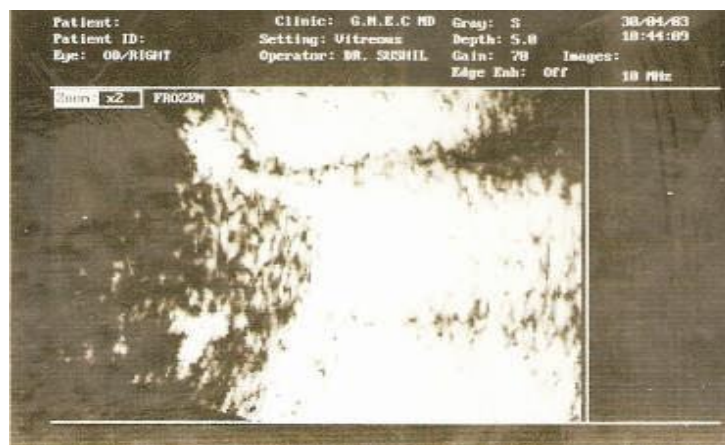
Gambaran USG pada papil N.optik.
